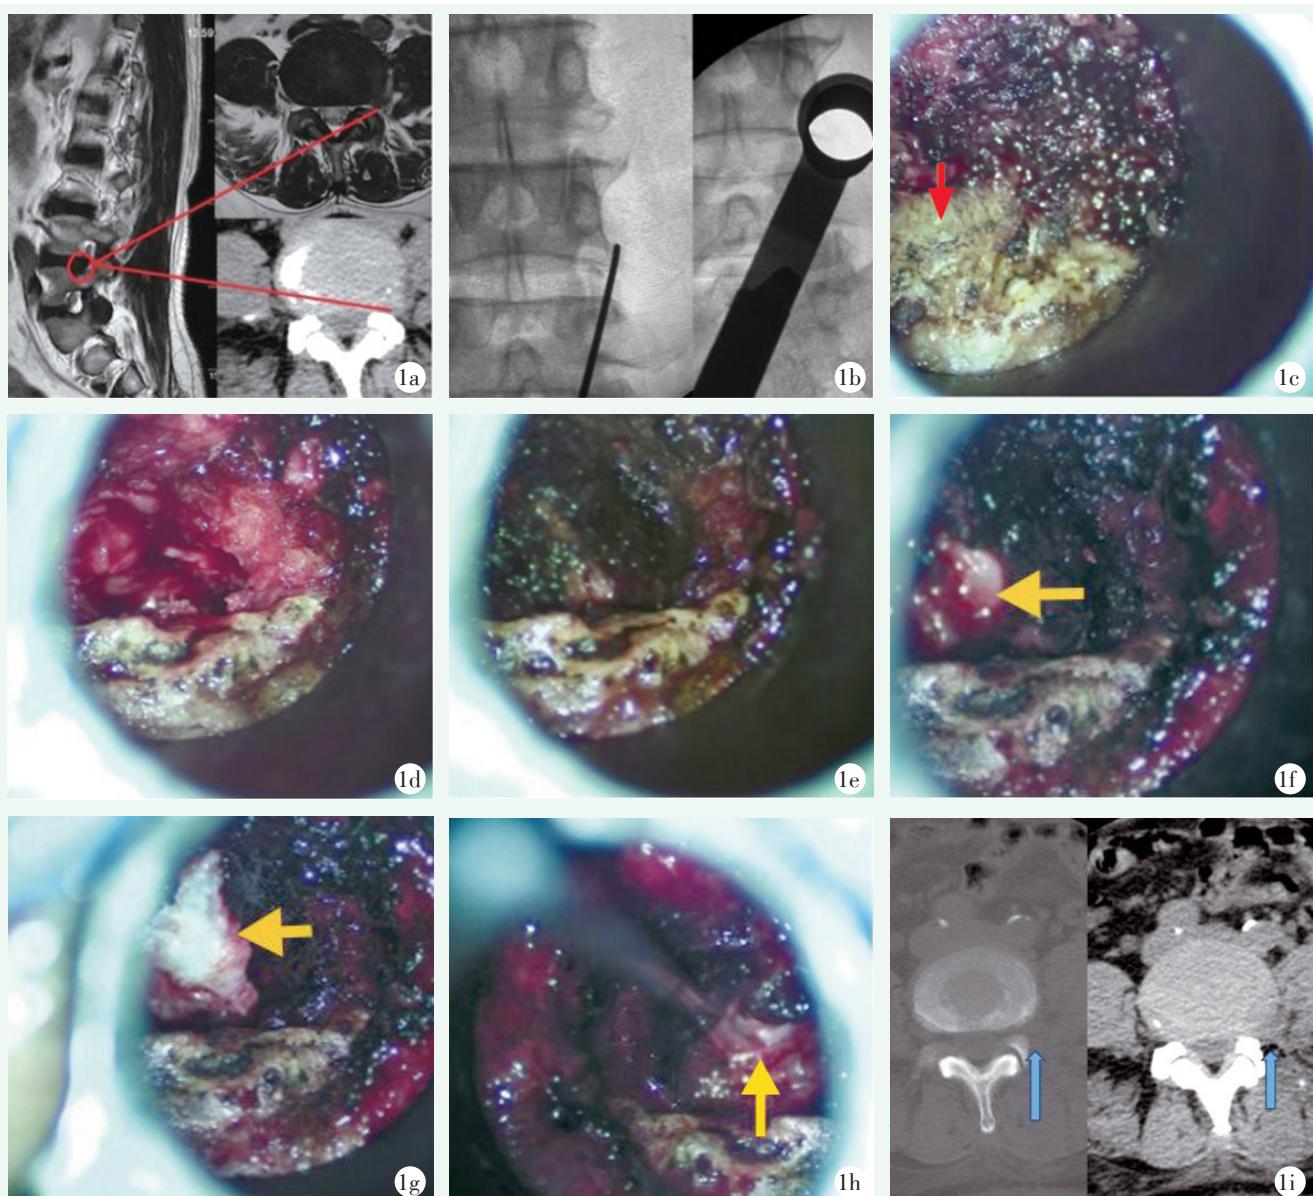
患者女性，59岁，极外侧腰椎间盘突出症(L_{4/5})。1a:术前MRI显示L_{4/5}节段椎间盘极外侧突出，压迫左侧出口神经根(L₅)；1b:定位病变椎间盘下位椎体上关节突肩部，逐级扩张，置入通道；1c:电刀清理通道内残存软组织，暴露关节突关节外上部分(红色箭头所示)及其外侧横突间软组织；1d:磨钻磨除上关节突外上部，完成上关节突成形；1e:双极电凝逐层推开外侧表面肌肉、韧带等软组织，暴露椎间孔外口及孔外区域；1f:暴露孔外突出椎间盘(黄色箭头所示)；1g:取出孔内突出椎间盘组织(黄色箭头所示)；1h:探查出口神经根(黄色箭头所示)；1i:术后5 d CT示上关节突磨除部分骨质，关节突关节保存完整，出口神经根(L₅)减压。
